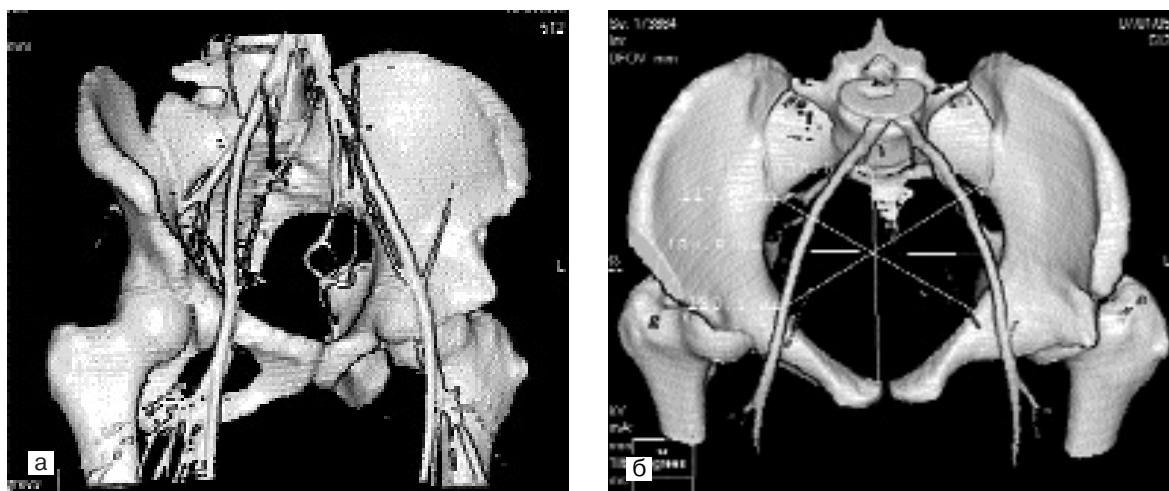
Компьютерные томограммы (трехмерное моделирование сосудистой сети и компонентов сустава) больной Ф., 16 лет, с подвывихом левого бедра, диспластический коксартроз II стадии через 2 года после транспозиции вертлужной впадины и корригирующей остеотомии левого бедра.
